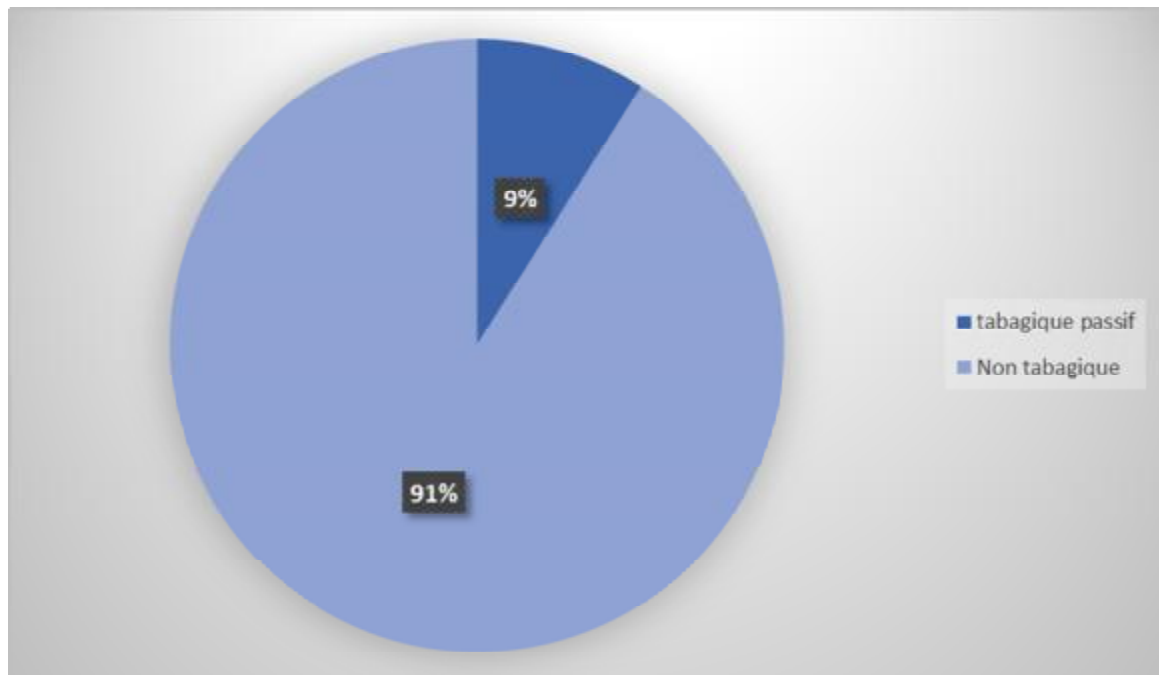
Répartition des patients dans le sous-groupe CT selon le tabagisme
